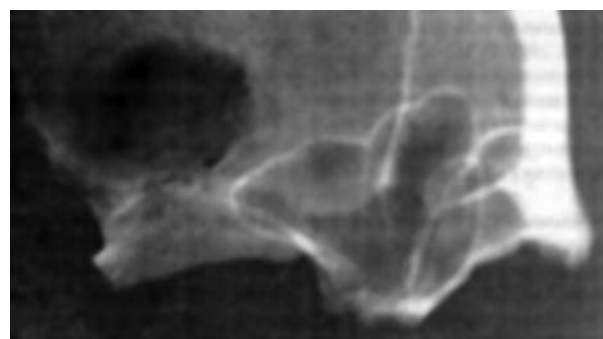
Повреждение, осложненное прободением в полость мозгового черепа и воспалительным процессом, у мужчины из Студеновского могильника на стандартной рентгенограмме
